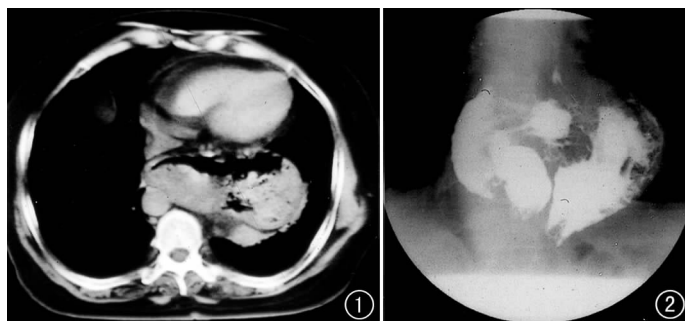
CT 示后纵隔空腔样脏器, 含内容物及气体, 与心脏分界清楚, 降主动脉右移。图 2 食管胃钡剂检查示膈上全胃影, 大弯在上, 胃影与心脏影重叠。
